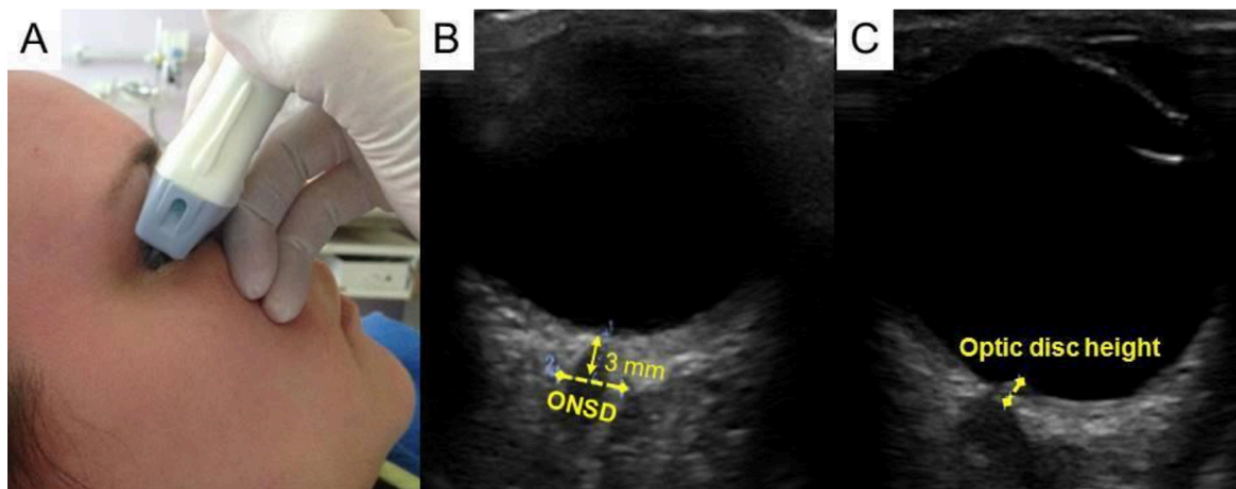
FUENTE: Manual de ultrasonido en terapia intensiva y emergencias. Rincón SJ. Capítulo 8. Evaluación del nervio óptico y pupila. Arechiga RJ. Editorial Prado. 2ª edición. pp 95-107
